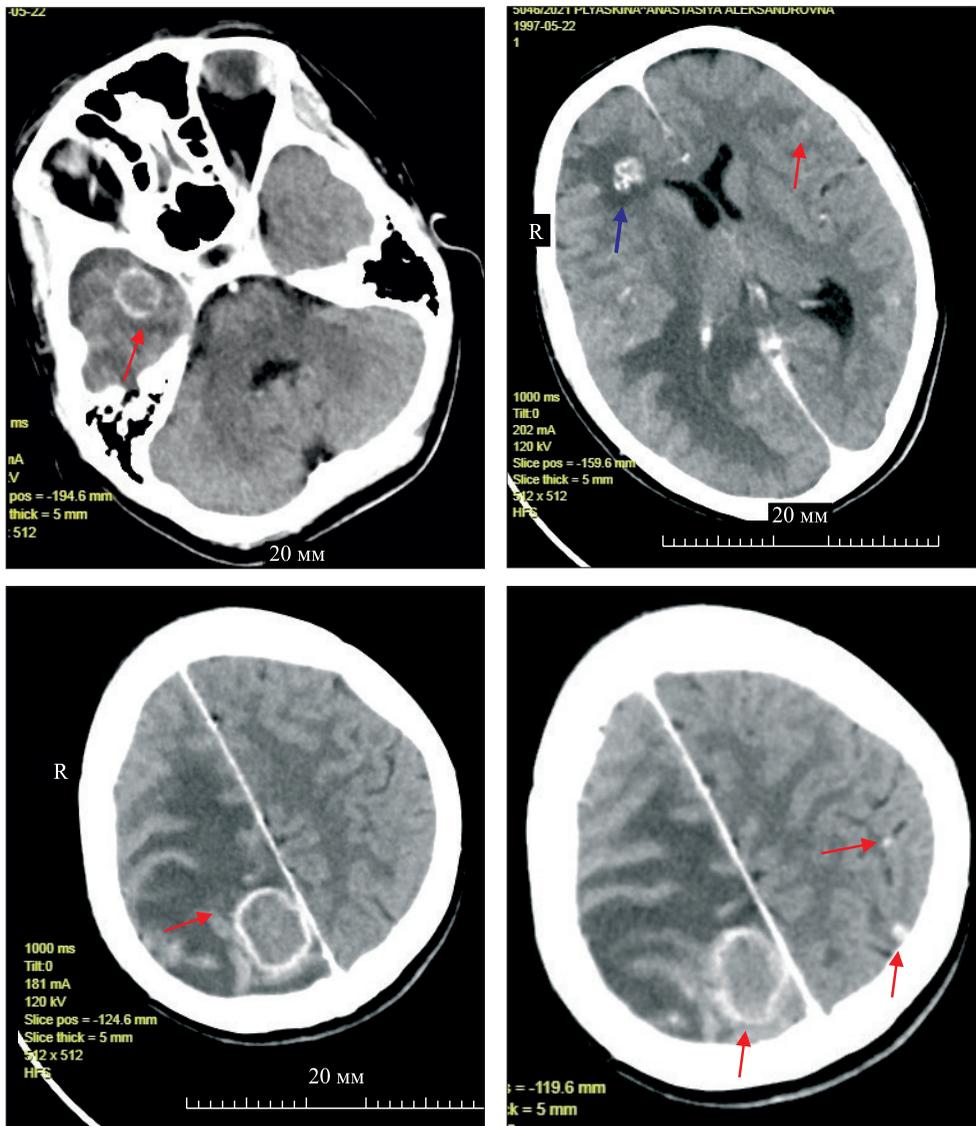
МСКТ головного мозга с контрастным усилением. Множественные объемные образования в обеих гемисферах с перифокальным отеком, кольцевидно накапливающие контрастное вещество (красные стрелки). Обызвествленный очаг в правой лобной доле (синяя стрелка)
